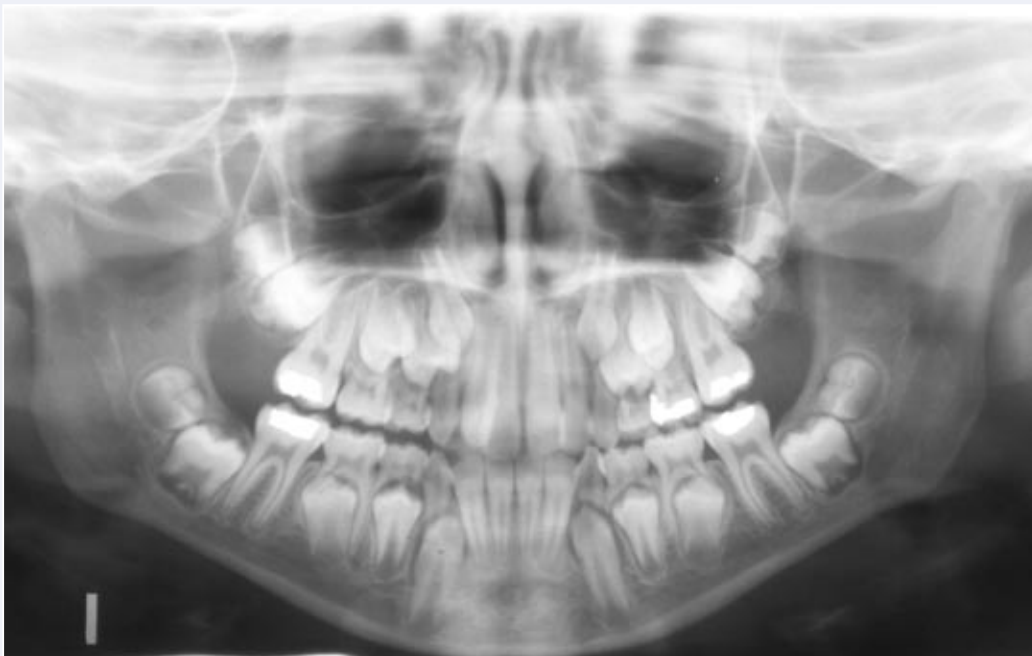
Radiografía panorámica a los 9,4 años. No se observan vestigios de gérmenes SN.
